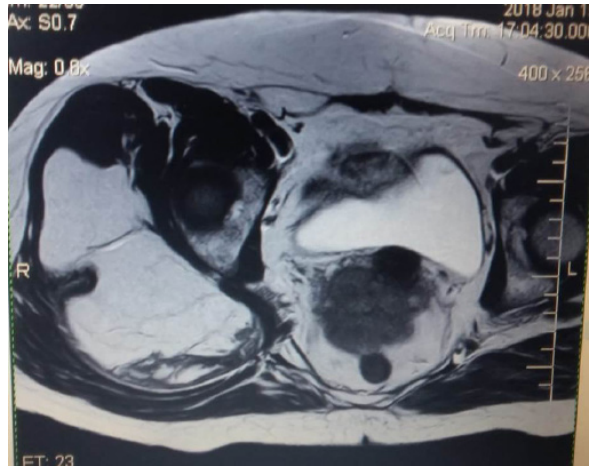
МР-томограмма правой ягодичной области в саггитальной плоскости больной К.
